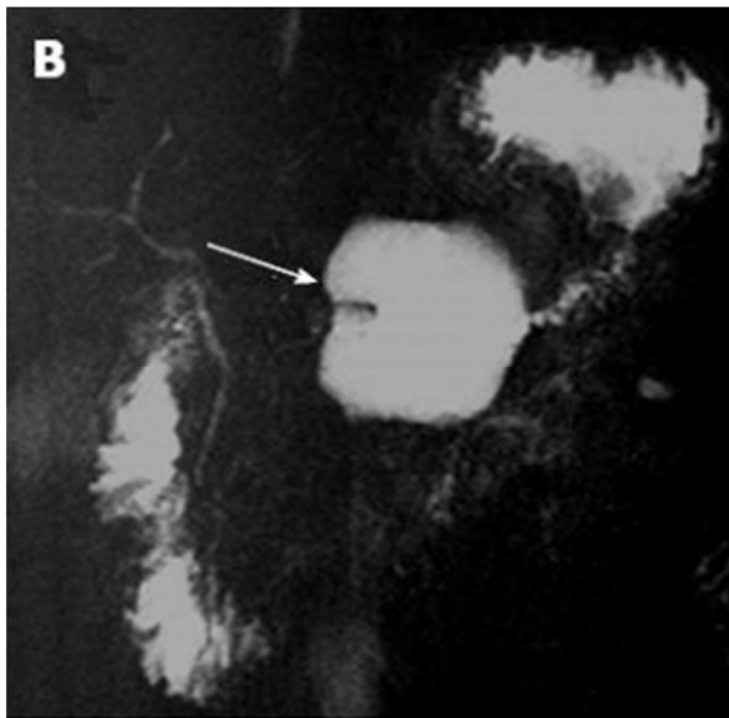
A ; coupe axiale de l'IRM en T2 B ; image de la PRM, montrant un signal hétérogène du pancréas, avec infiltration péri-pancréatique et dilatation du canalaire au niveau du corps et de la queue pancréatique (flèche noire). Pseudokyste pancréatique (flèche blanche). (28)
